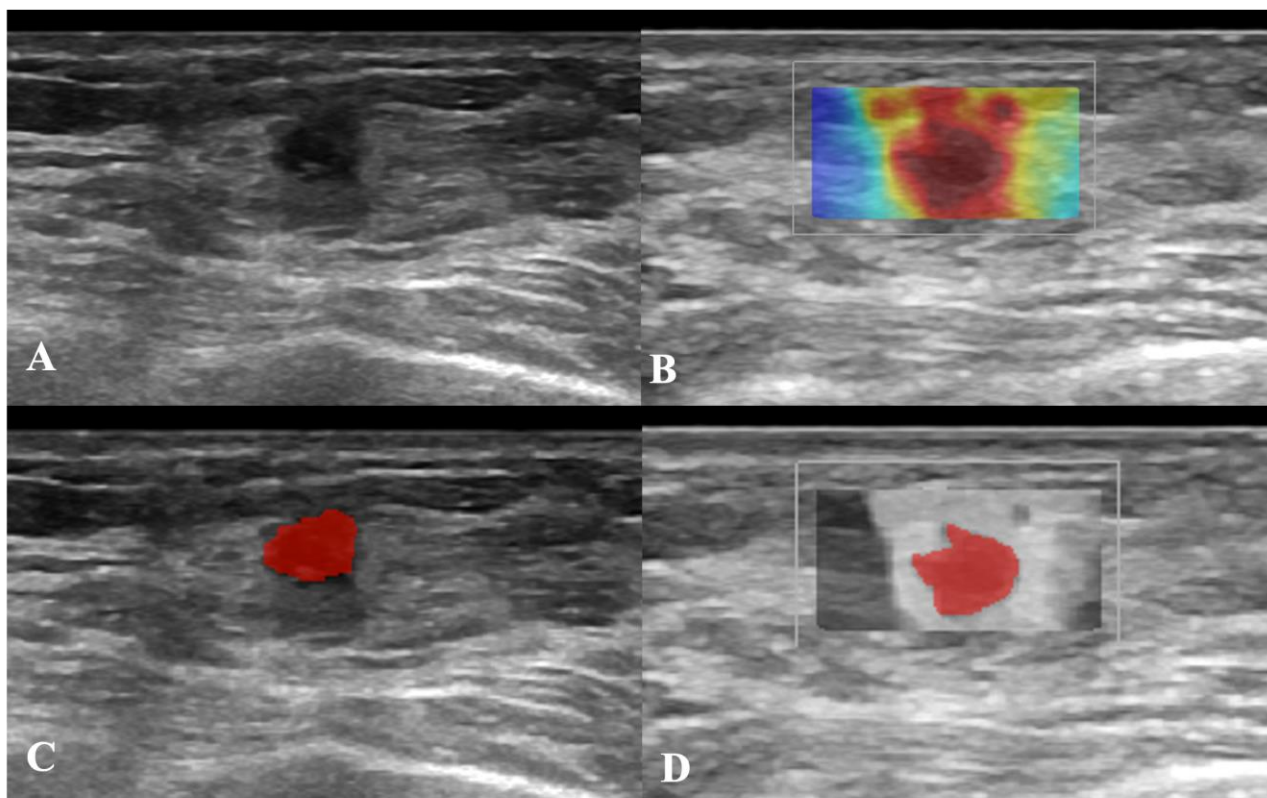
Esempi di segmentazione manuale di una lesione mammaria valutata con l'ecografia in B-mode (A) e con la SWE (B). Le figure C e D mostrano il posizionamento, mediante disegno manuale, di una regione di interesse (ROI) su una lesione mammaria valutata ecograficamente in B-mode e con la SWE, rispettivamente.
